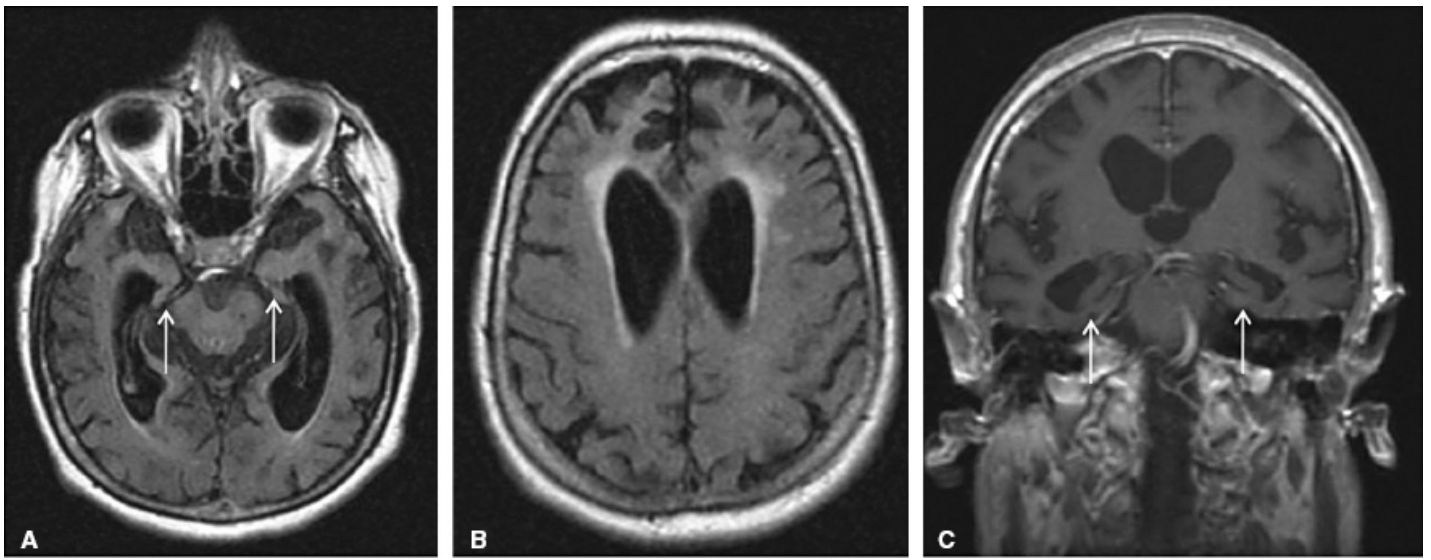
Ressonância magnética de encéfalo (axial *flair* [A e B] e coronal T1 pós-gadolinio [C]) mostrando redução volumétrica encefálica com predomínio das regiões temporais mesiais (*setas*).
